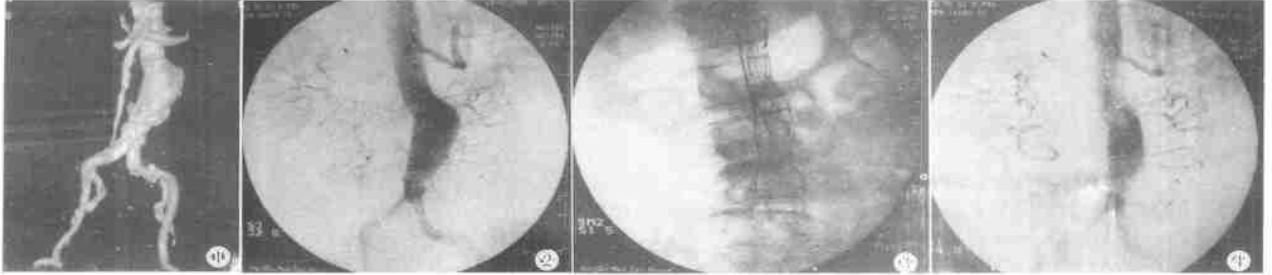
术前 CTA 显示为肾下型腹主动脉瘤, 双侧髂动脉未受侵犯; 图 2 术中 DAS 下造影进一步证实为肾下型腹主动脉瘤, 近端瘤颈长 2cm, 远端瘤颈长 1cm; 图 3 腔内隔绝术中支架人造血管释放到位准确, 扩张良好; 图 4 腔内隔绝术后再次造影见瘤体消失, 无内漏发生
